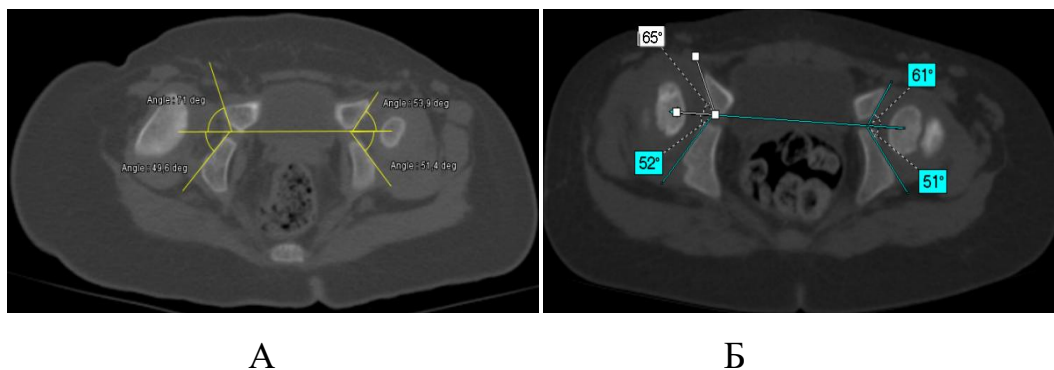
Результаты МСКТ ТБС, аксиальные срезы пациента П., 2016 г.р. (и/б №17/0599, 20/2448), диагноз амиоплазия, правосторонний вывих бедра, приводящая контрактура правого ТБС: А – до лечения; Б, В – через 3,5 года после ОВБ
